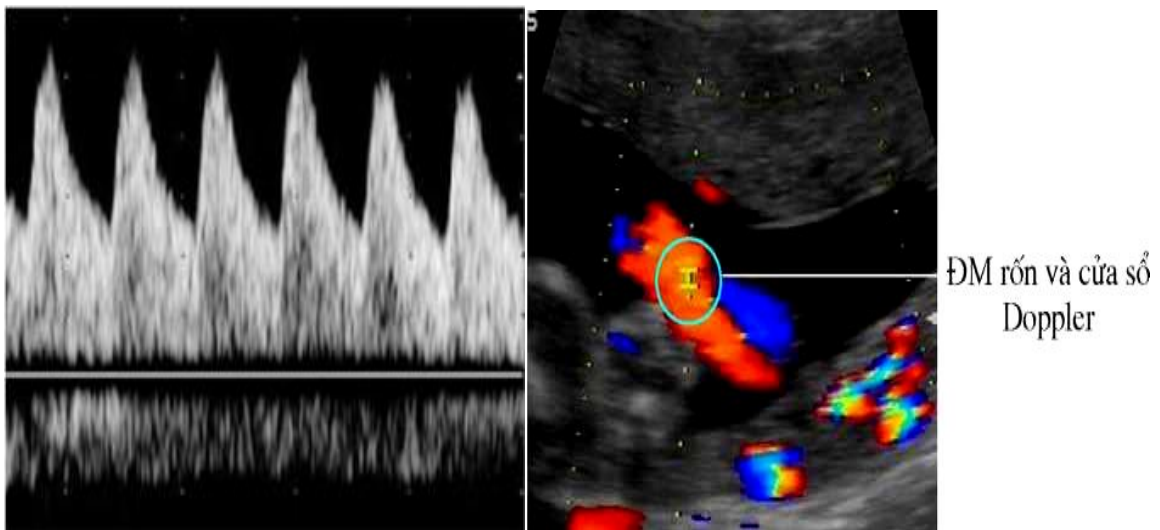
Hình ảnh dây rốn trên siêu âm 2D và bằng Doppler màu
